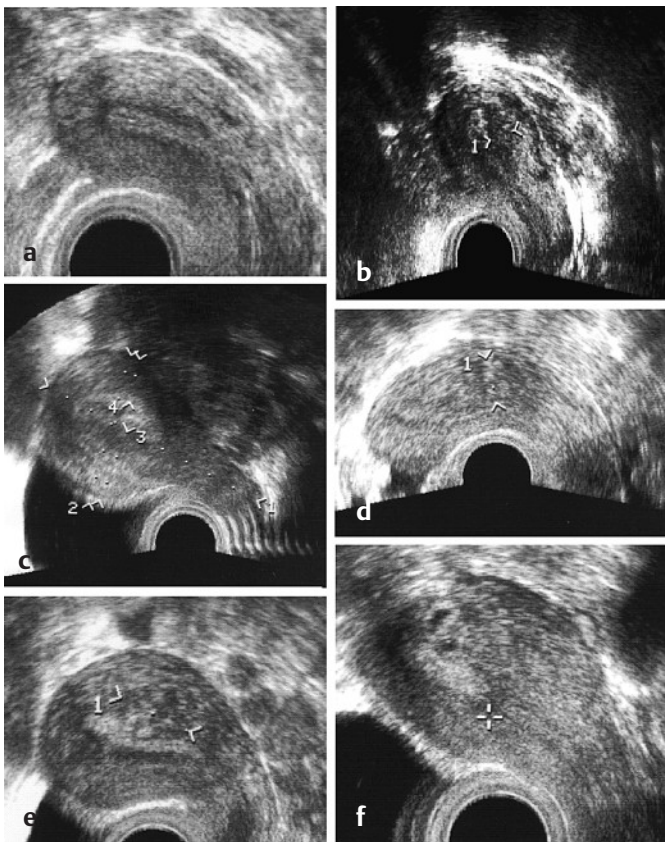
Vaginalsonographie der Adenomyosis uteri. a) normaler Uterus. b) Verbreiterung des Halos der Uterushinterwand. c) Diffuse Adenomyose der Uterusvorderwand bei weitgehend normaler Dicke der Hinterwand, die aber auch von Adenomyose durchsetzt ist. d) fokale Adenomyose der Uterushinterwand. e) und f) z. T. fokale Adenomyose mit endometrialen Einschlüssen und eingebluteten Zysten.
